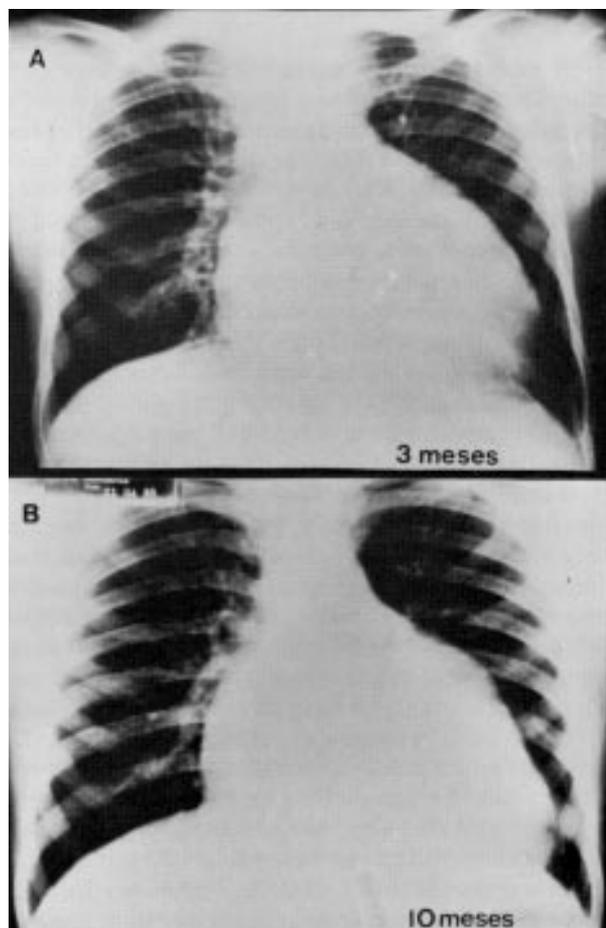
Radiografia do tórax aos 3 e 10 meses de evolução pós-operatória
